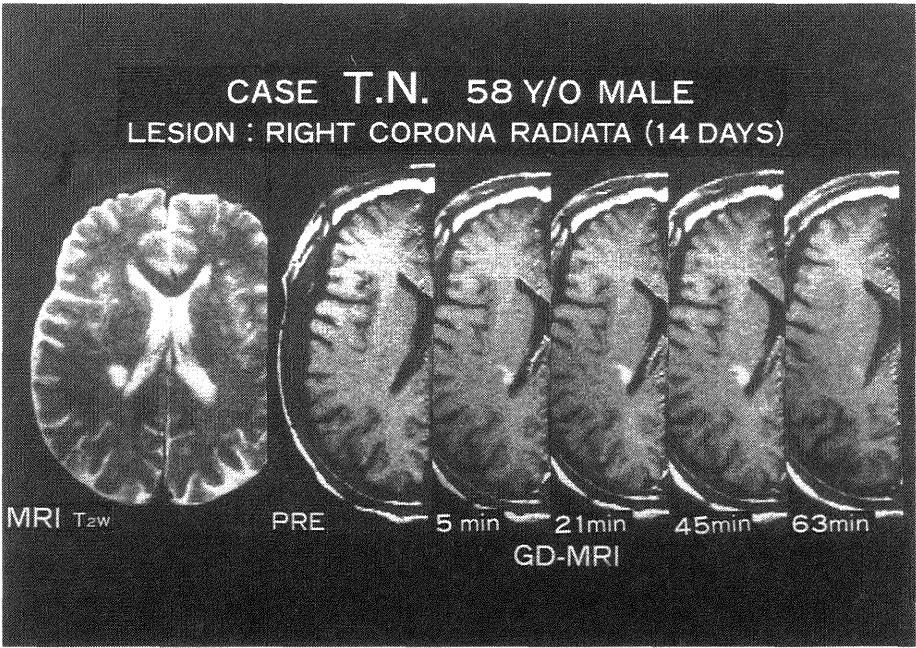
症例 4 の T₂w MR 画像 (左) と Gd-MRI の経時的変化 (右). Gd-DTPA 静注後 5 分より増強効果がみられ, 21 分, 45 分で最も明らかで 63 分には効果は殆ど見られなくなることがわかる.
